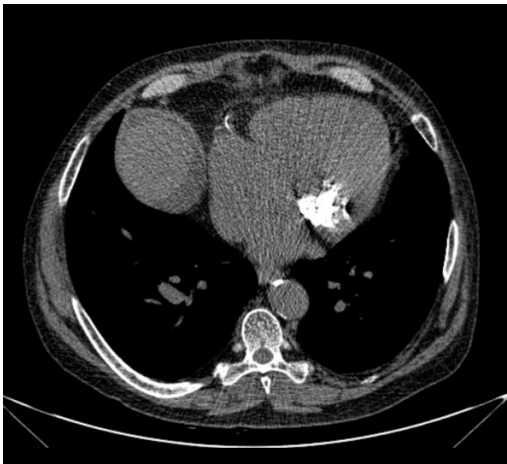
Multispiral computer tomography of the chest cavity: pronounced mitral annulus and coronary arteries calcification is detected
